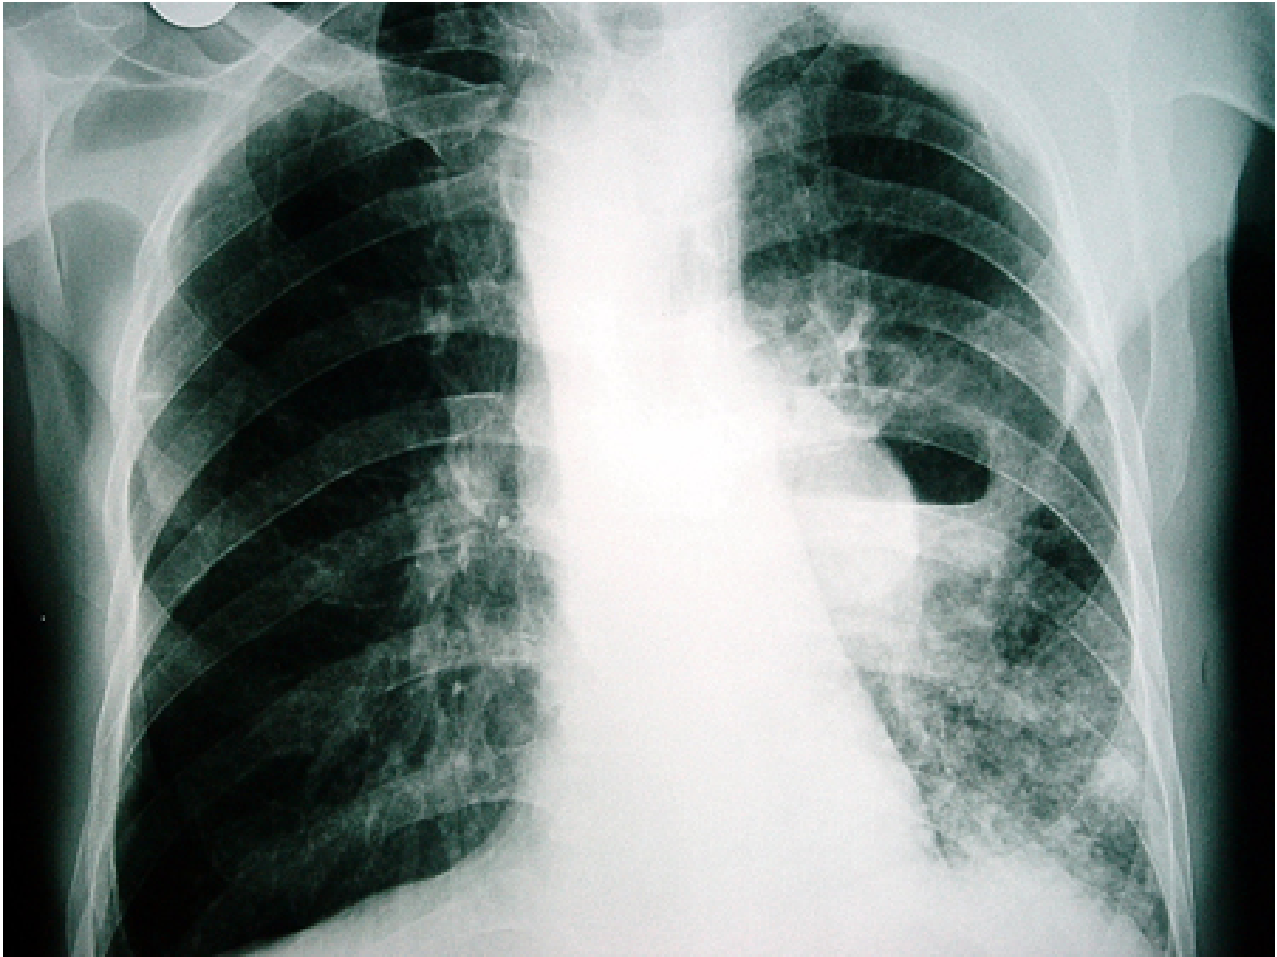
Radiografia torácica mostrando um abscesso pulmonar no lado esquerdo com infiltração circunjacente
